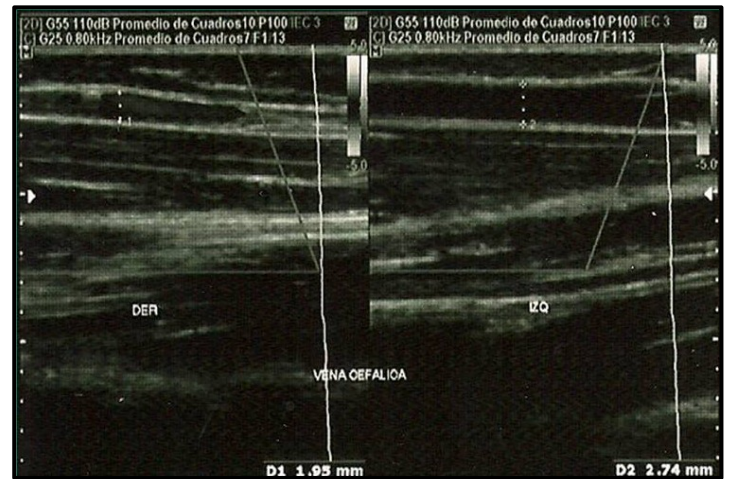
Eco-doppler de Venas Cefálicas.
